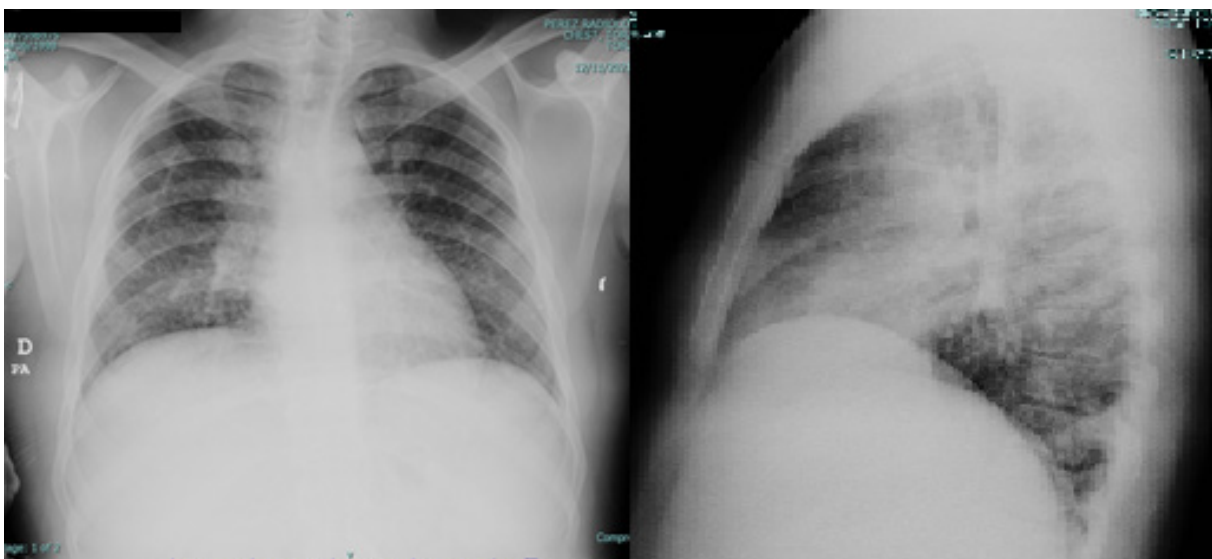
Radiografía de tórax PA y lateral con evidencia de patrón micronodular difuso y bilateral.
